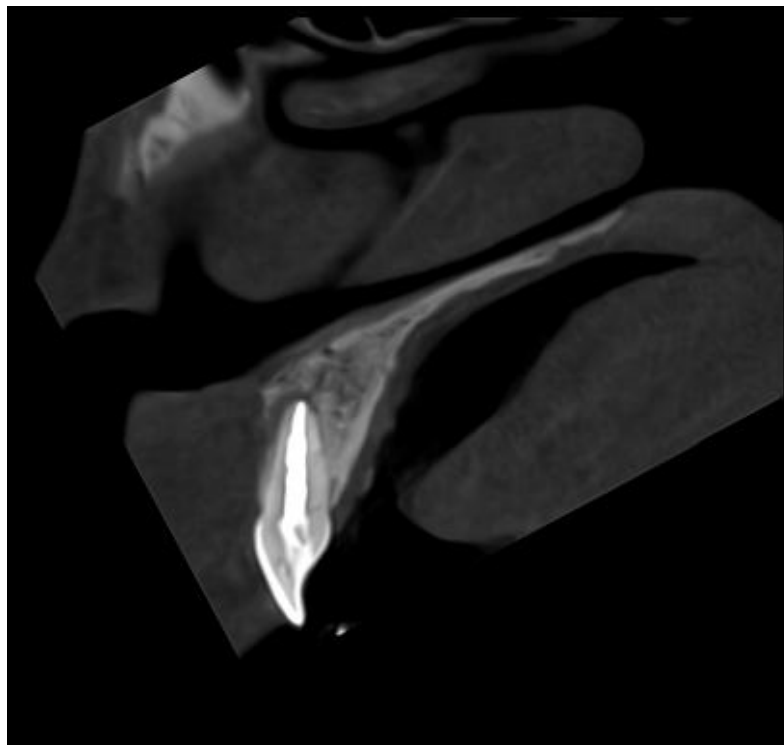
Дані комп'ютерної томографії 21 зуба через 6 місяців після лікування. Сагітальний зріз. Зона просвітлення кісткової тканини в ділянці верхівки кореня відсутня.
